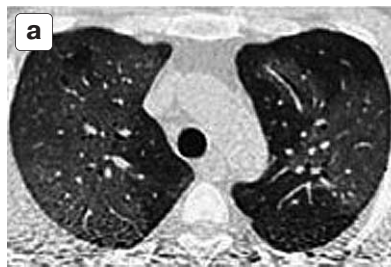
Компьютерная томография при атипичной пневмонии: а – обширные изменения типа “матового стекла”, нарастание изменений по направлению к задним отделам легких; б – инфильтрация субплевральных отделов, визуализация просвета бронхов; в – изменения преимущественно типа “бульжной мостовой”.
